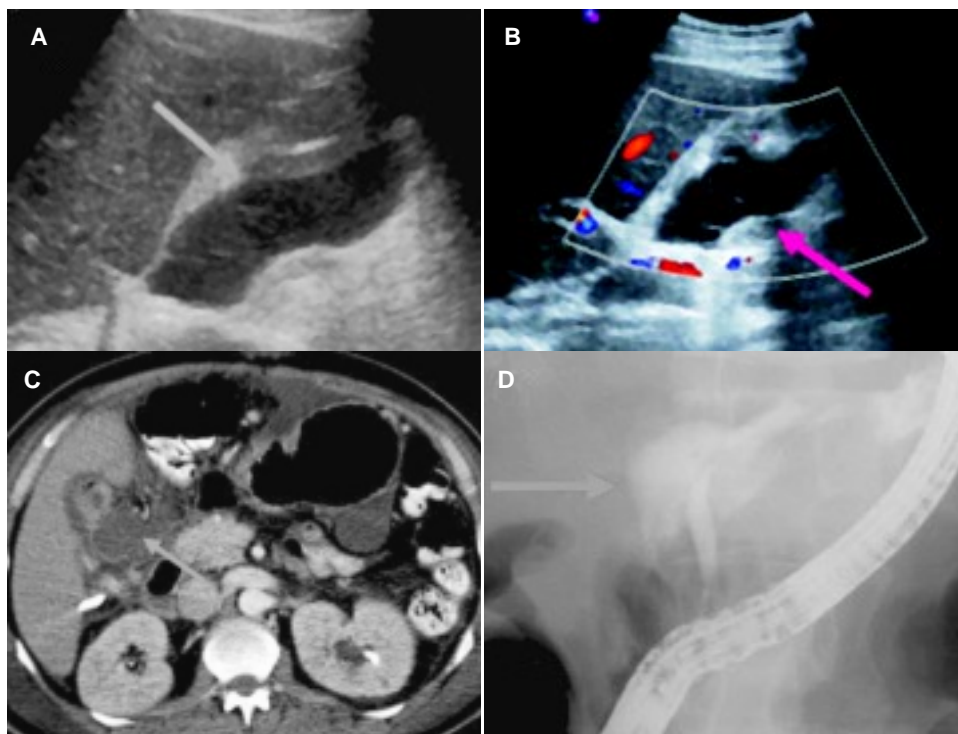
Zona de hipoperfusión (flecha blanca) y líquido libre (flecha rosa). A,B) US zona hipoecoica en el parénquima hepático y anecoica perihepática. C) TC con hipodensidad en segmento VI y líquido libre.
